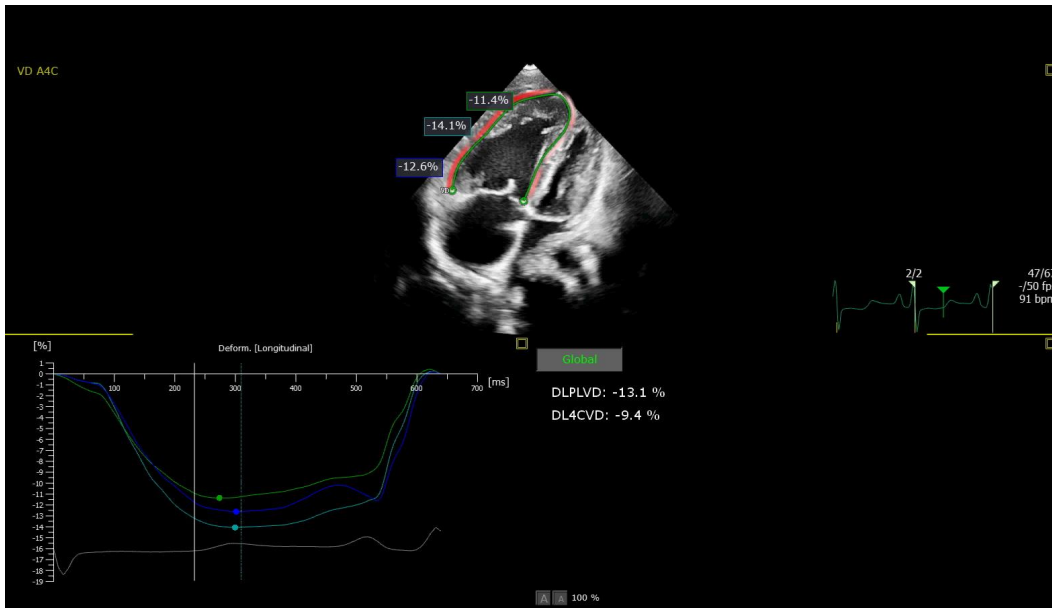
Medicion de Strain longitudinal de pared libre del ventriculo derecho. Imagen obtenida del departamento de Ecocardiografía del Instituto Nacional de Cardiología Ignacio Chávez.
